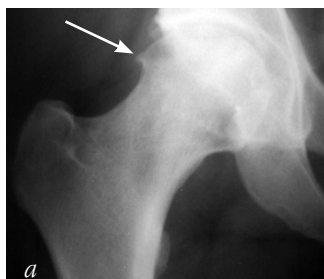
Рентгенограми кульшового суглоба — до лікування (а) та після артроскопічної феморальної остеохондропластики (б)
